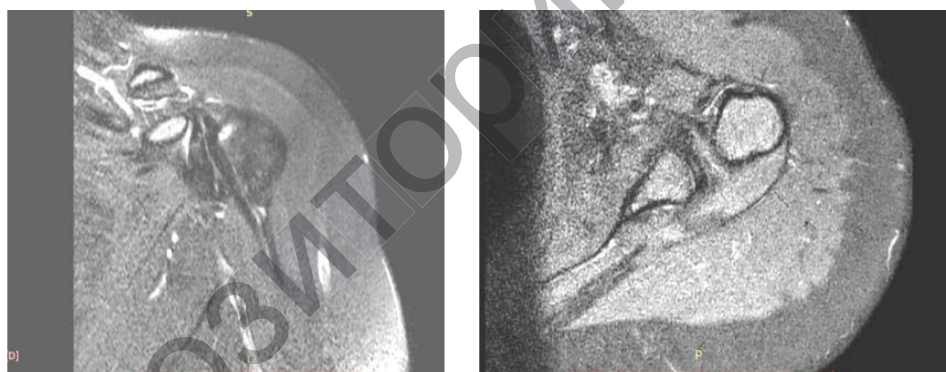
МРТ плеча до операции, выявлен 3 тип нестабильности сухожилия длинной головки бицепса
